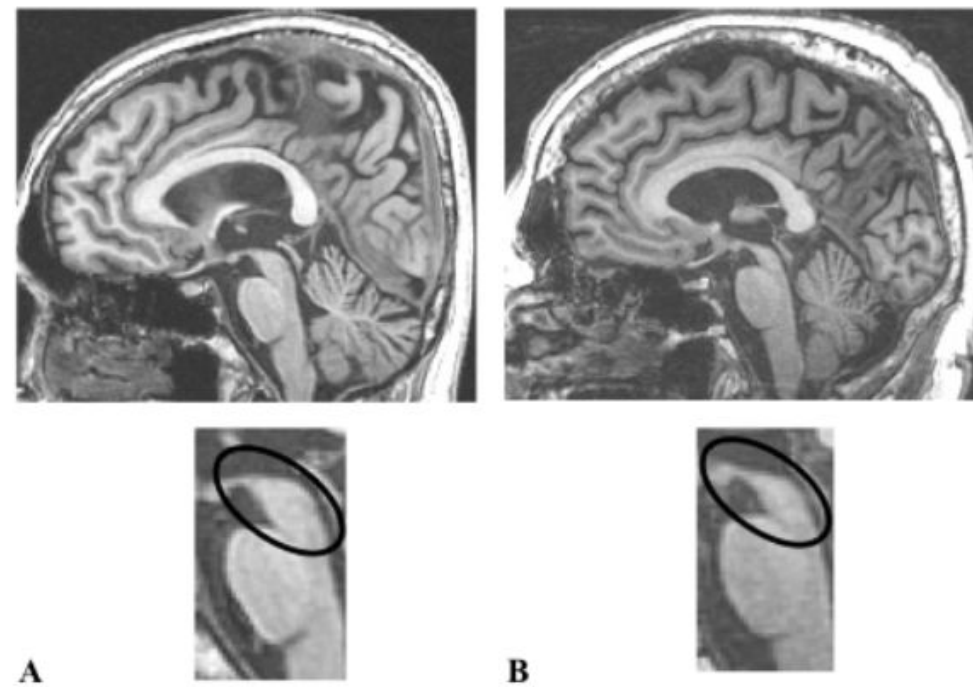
Midsagittal T1-weighted MRI scan in a patient with Parkinson's disease (A) and in a patient with progressive supranuclear palsy – Richardson's syndrome (B). Note the thinning of the rostral midbrain (encircled) giving an appearance like the head and beak of a hummingbird ("the hummingbird sign").
